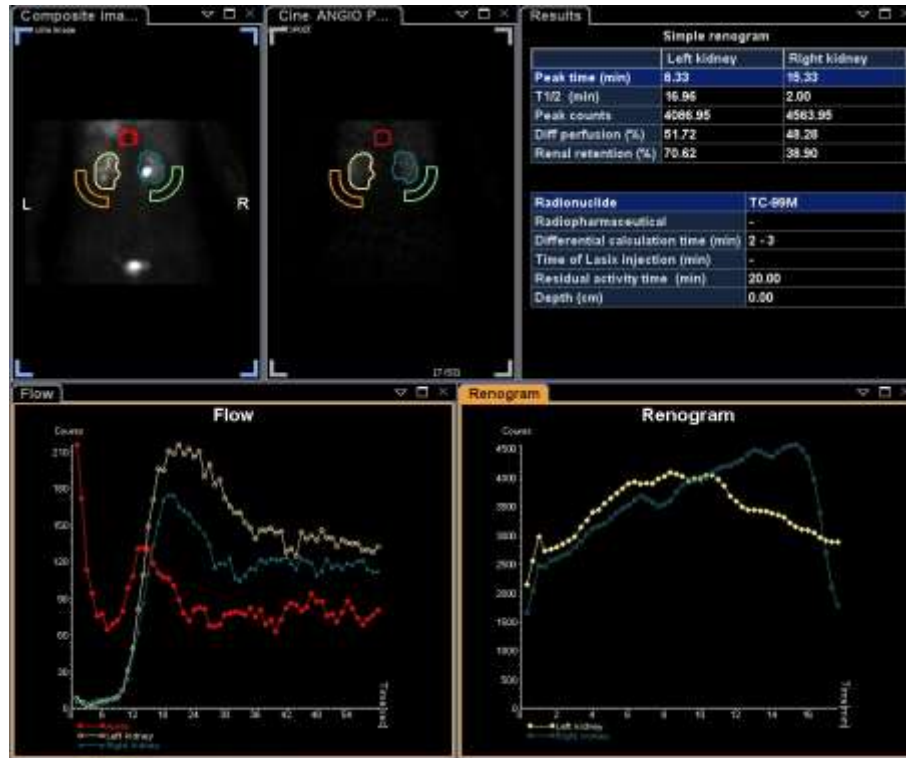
Динамическая нефросцинтиграмма пациентки с окклюзией ЛПВ. На ангиограммах умеренно снижен объем кровотока правой почки. На ренограммах незначительное удлинение фильтрационно-эвакуаторного времени слева и фильтрационного времени справа, признаки кратковременной задержки выведения РФП на уровне лоханки с последующей быстрой эвакуацией в конце исследования. Суммарная СКФ 84 мл/мин (справа 39 мл/мин).
